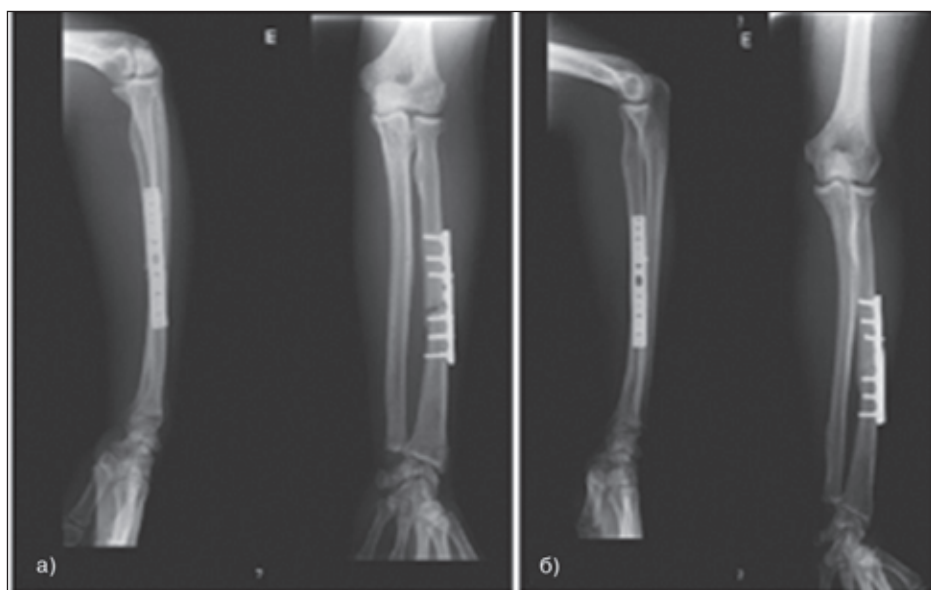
Фото рентгенограм променевої кістки. Виражена резорбція кісткових відламків через 4 тижні після хірургічної фіксації (а) і їх консолідація через 6 тижнів прийому Бівалосу (б)
